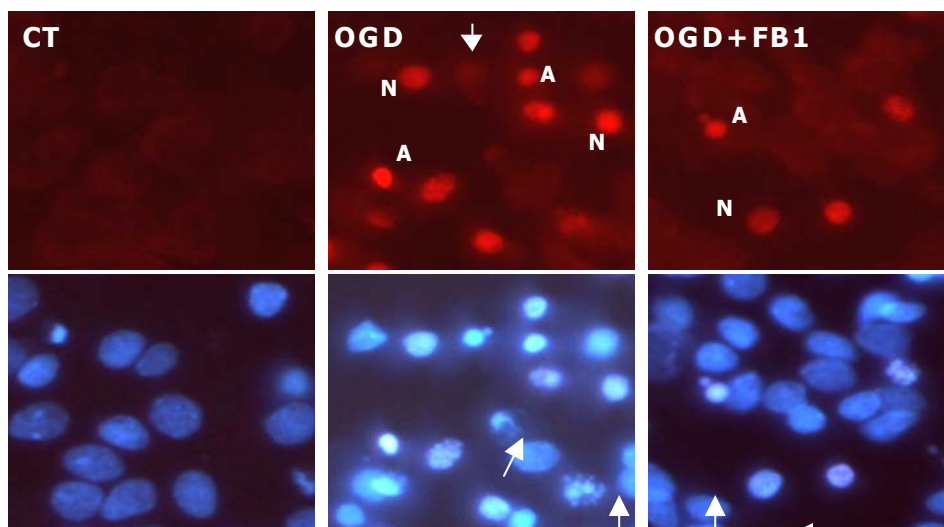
La fumoinisina B1 redueix el nombre de nuclis apoptòtics en cultius exposats a l'OGD. Les micrografies presenten les tincions fluorescents de Pi i Hoechst de cultius normòxics (CT) o exposats a l'OGD amb o sense fumoinisina B1. L'OGD indueix una condensació de cromatina (A) i l'aparició de cèl·lules necròtiques (N). La fletxa senyala una cèl·lula apoptòtica negativa per PI. La presència de fumoinisina redueix l'aparició de nuclis apoptòtics però no afecta a l'aparició de cèl·lules necròtiques. Micrografies representatives de tres experiments realitzats per triplicat en cultius independents.
